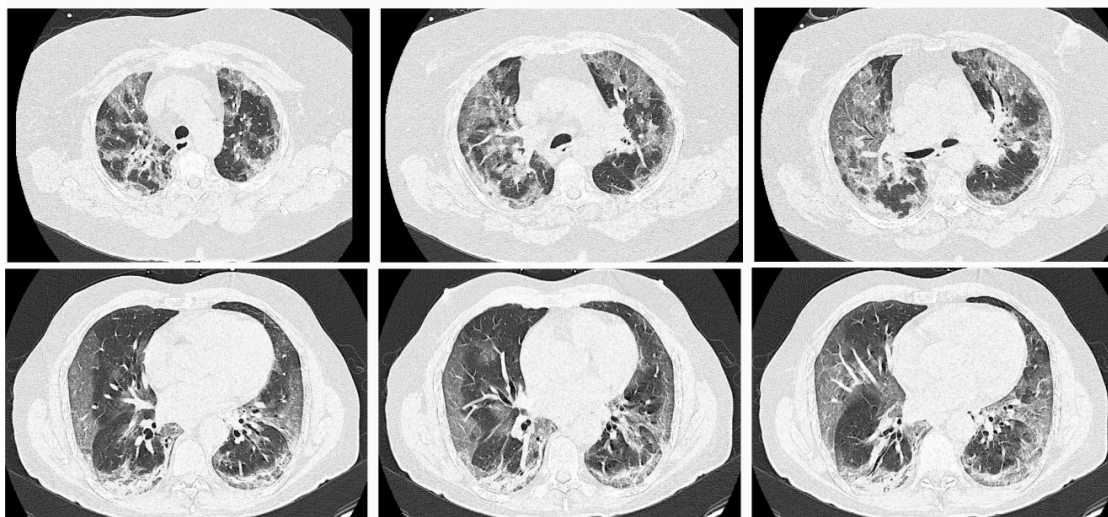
Immagini della TAC polmonare di pazienti COVID-19 arruolati nello studio.
